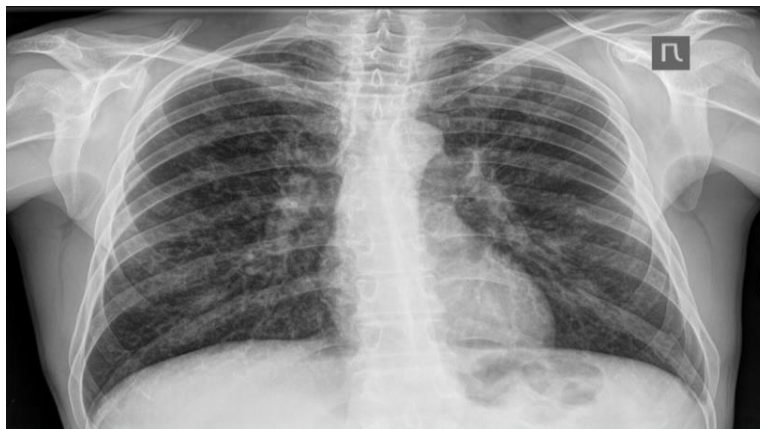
Рентгенограмма после выздоровления от COVID-19
